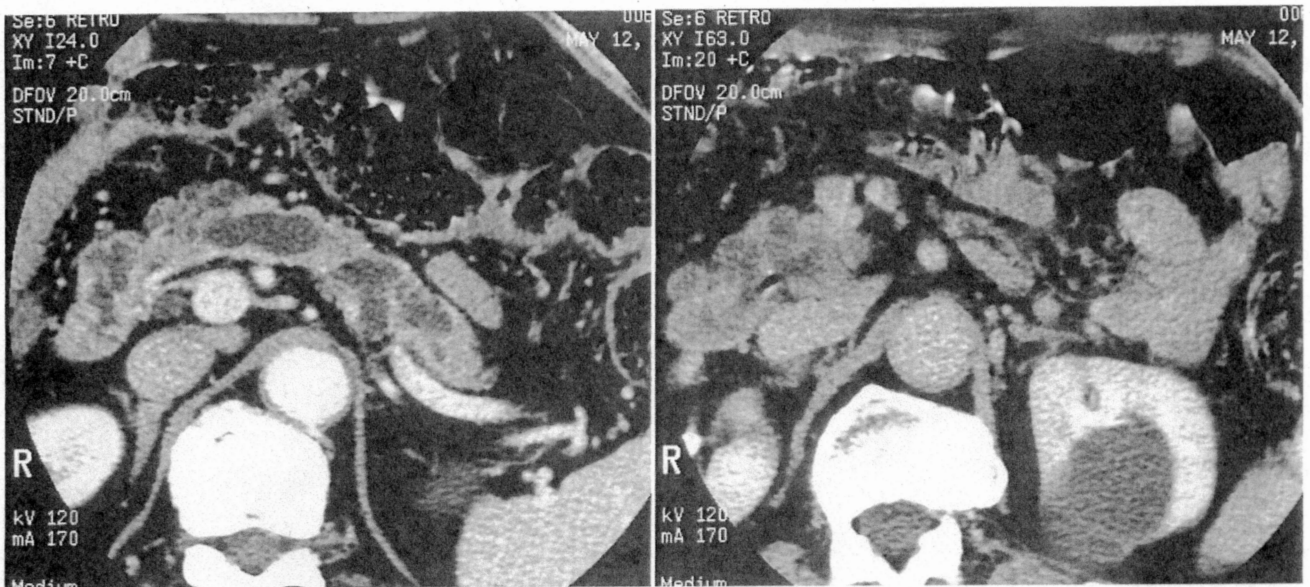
平成11年5月CT。膵体部から尾部にかけて10mmの主膵管拡張(図A)と、膵頭部に25mm大のmultilocular cystic massを認めた(図B)。
